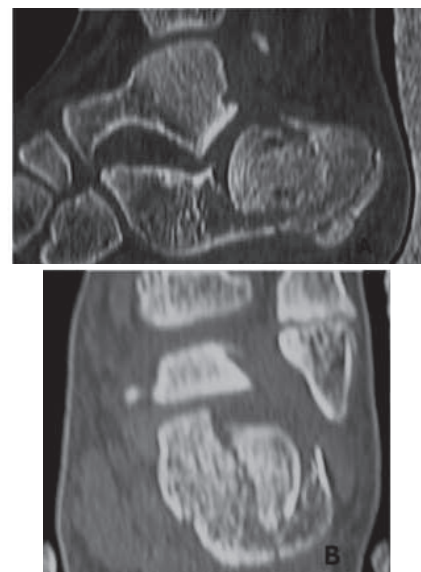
Imágenes de TAC. Caso B. A) Corte sagital. B) Corte axial.
